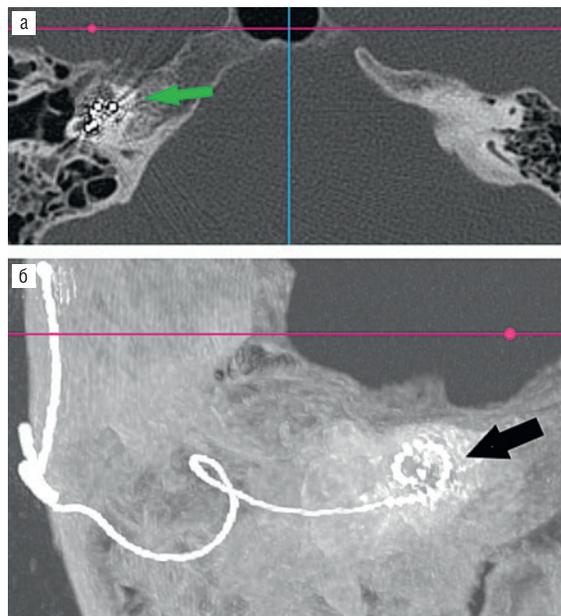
10б. КТ-снимок в аксиальной проекции, состояние после КИ
